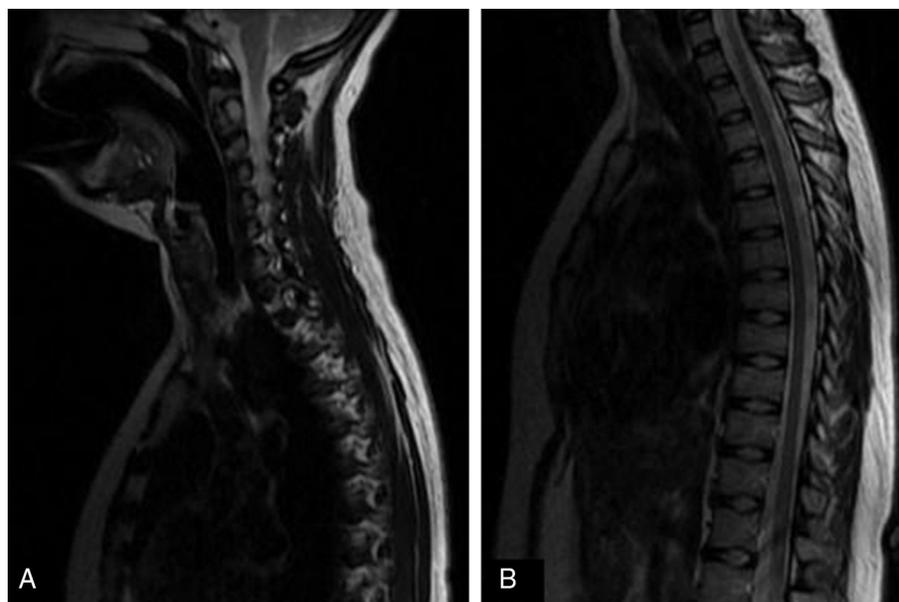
Resonancia magnética columna cervical (A) y dorsal (B): secuencia sagital T2 con gadolinio, en límites normales.
